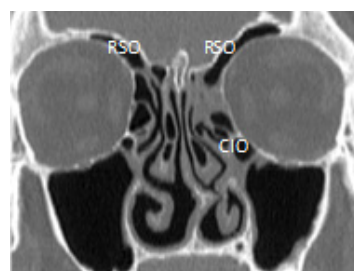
Corte coronal de TC revelando presença de recesso supra-orbitário (RSO) bilateral e célula infra-orbitária (CIO) à esquerda (janela óssea).
